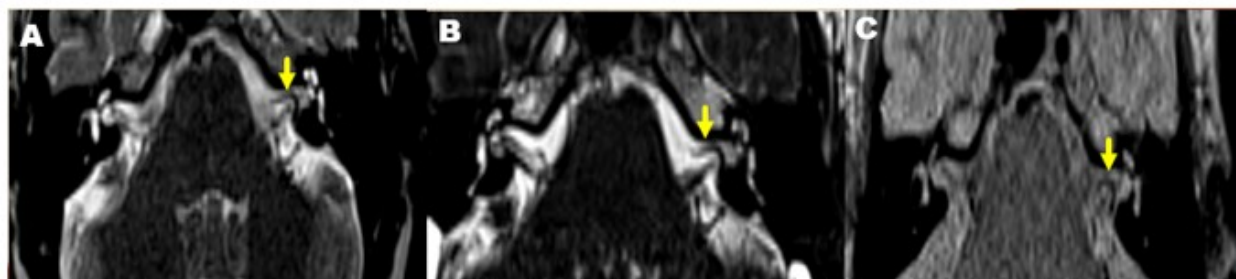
Imagen de resonancia magnética nuclear, en secuencia de T2 ciss3D axial (A y B). C, T2 TSE AXIAL. Se observa bucle vascular (flecha amarilla) producido por un trayecto redundante de la arteria cerebelosa anteroinferior (AICA) en el interior del conducto auditivo interno del lado izquierdo.
